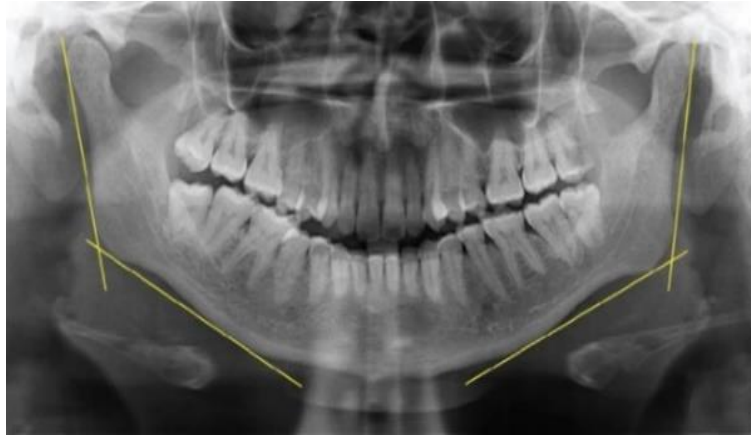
Construcción del ángulo gonial en una radiografía panorámica.
